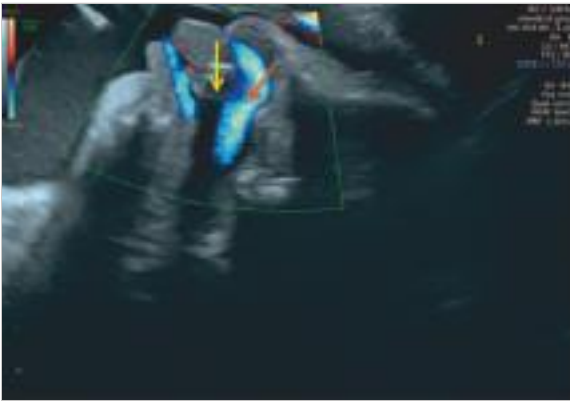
Darstellung der Gaumenspalte mittels Dopplersonografie. Der Fetus nimmt gleichzeitig Flüssigkeit über die Nase und den Mund auf. Der gelbe Pfeil weist auf eine Gaumenspalte hin. Als Folge kommt es zu Übertritt von Flüssigkeit aus dem Nasenraum in den Mund (roter Pfeil).
